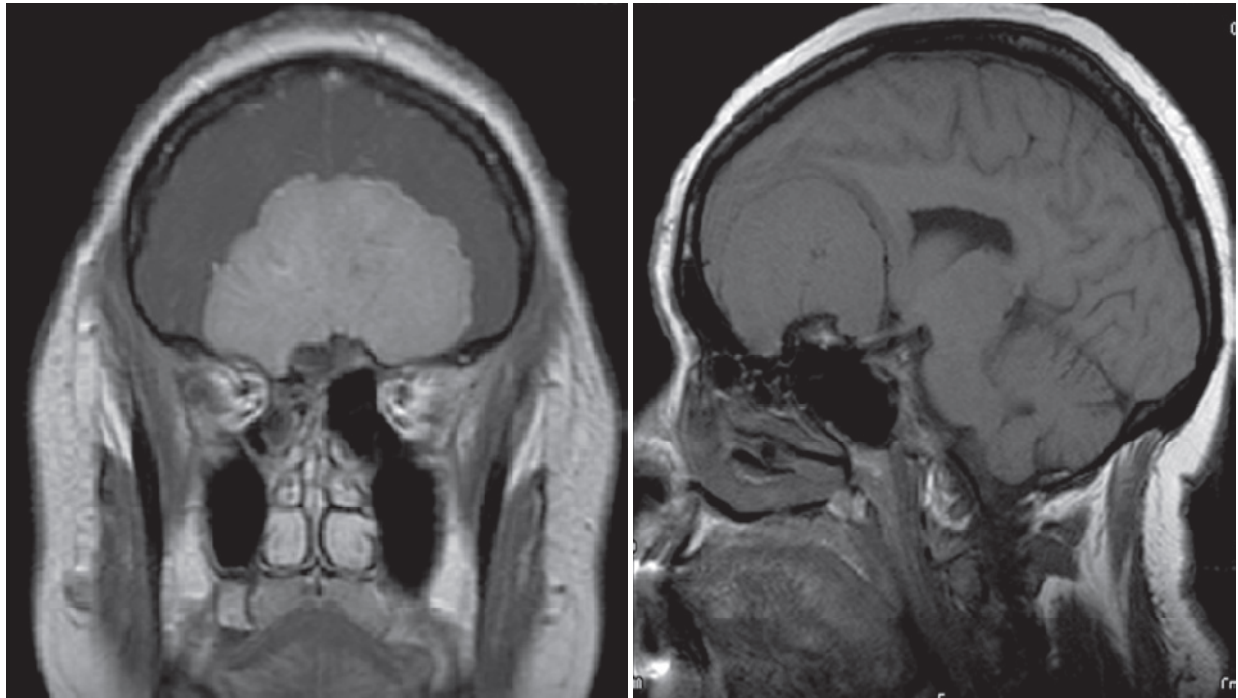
Imágen de resonancia magnetica craneal ponderada en secuencia de intensidad T1 con evidencia de meningioma parasagital izquierdo.
